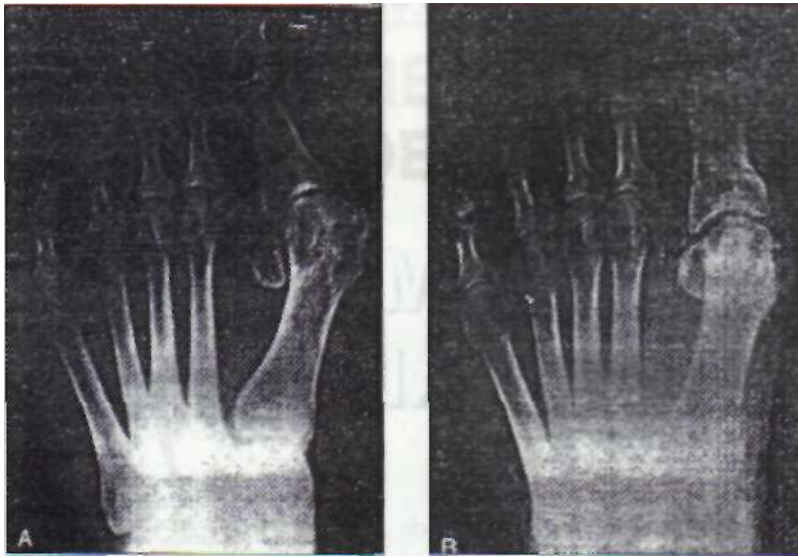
Ejemplo de una deformidad aguda del HAV. A. Radiografía del preoperatorio. B. El mismo paciente después de 5 años de la operación.
